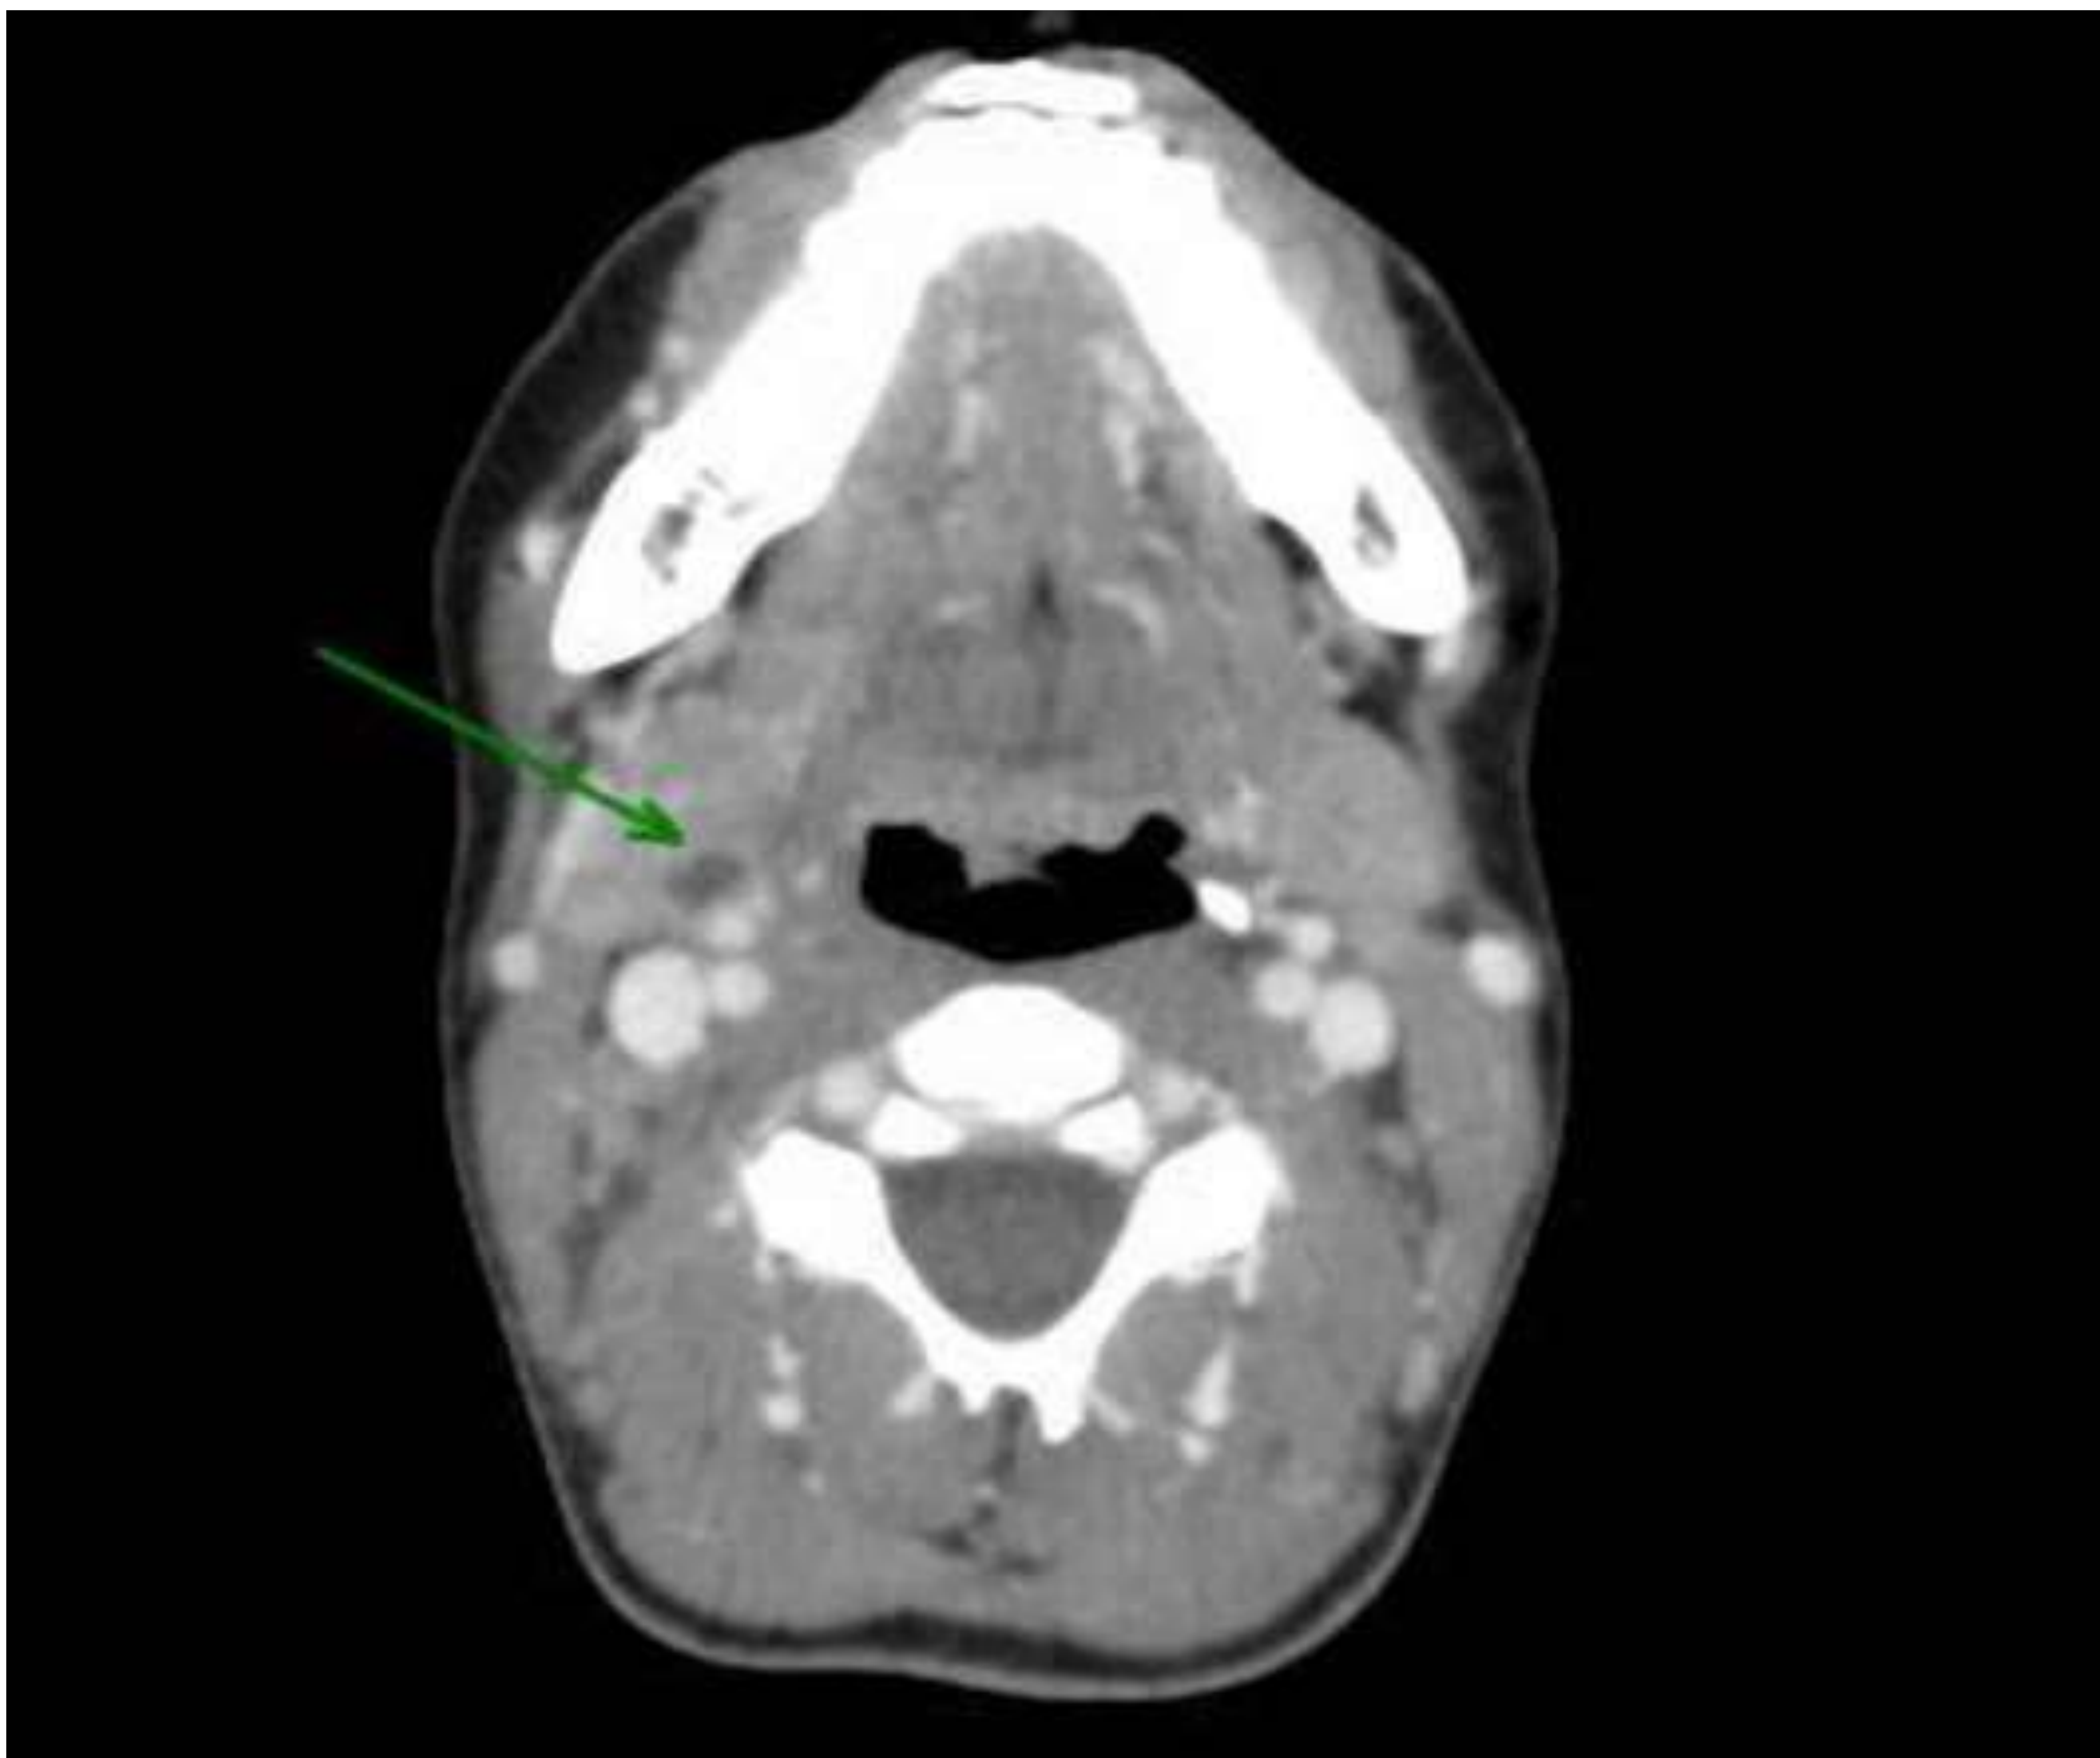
TC de cráneo con contraste iv.
